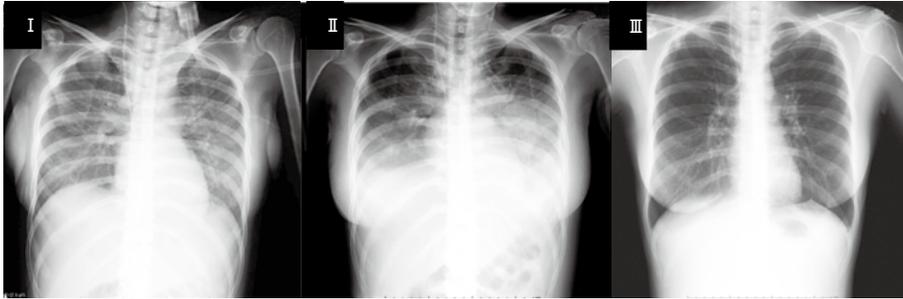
胸部X線写真の経過 I：術後1日目 II：術後2日目 III：術後7日目
